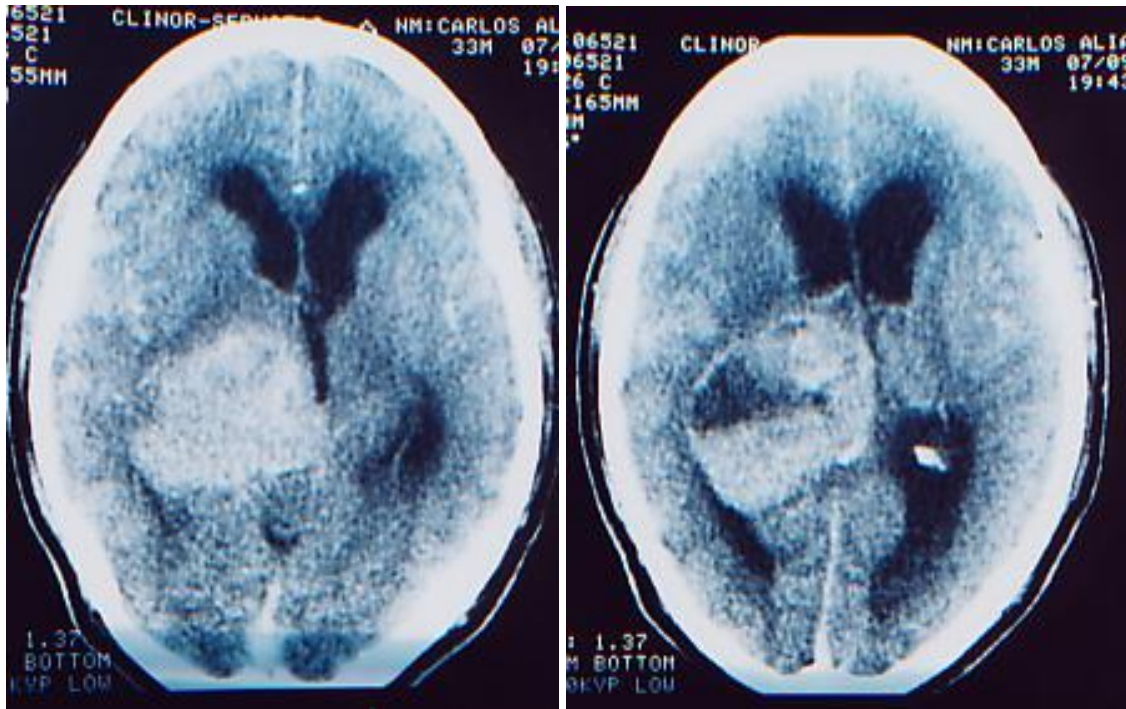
TC – Cráneo. Tumor quístico parasagital derecho en un paciente masculino, de 27 años de edad, quien fuera desahuciado precozmente y tampoco se le realizara la necropsia. Su localización podría sugerir un meningioma, pero el sexo y la edad no son acordes a la frecuencia en esta entidad (Archivo personal Dr. Vladimir Cerrón Rojas. Hospital IV Huancayo EsSalud, Huancayo – Perú).
